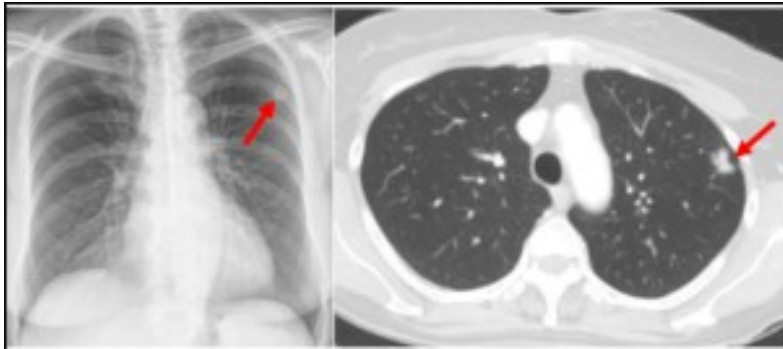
A sinistra RX torace e a destra TC torace che evidenziano un nodulo polmonare
